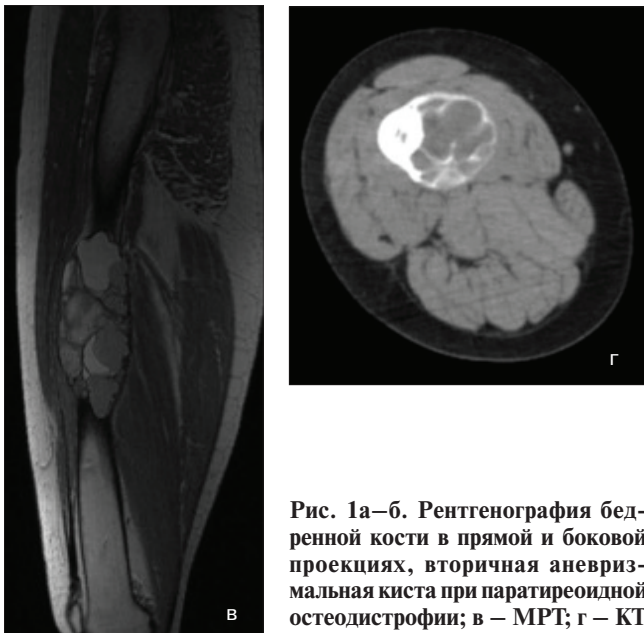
Рентгенография бедренной кости в прямой и боковой проекциях, вторичная аневризмальная киста при паратиреоидной остеодистрофии; в – МРТ; г – КТ
